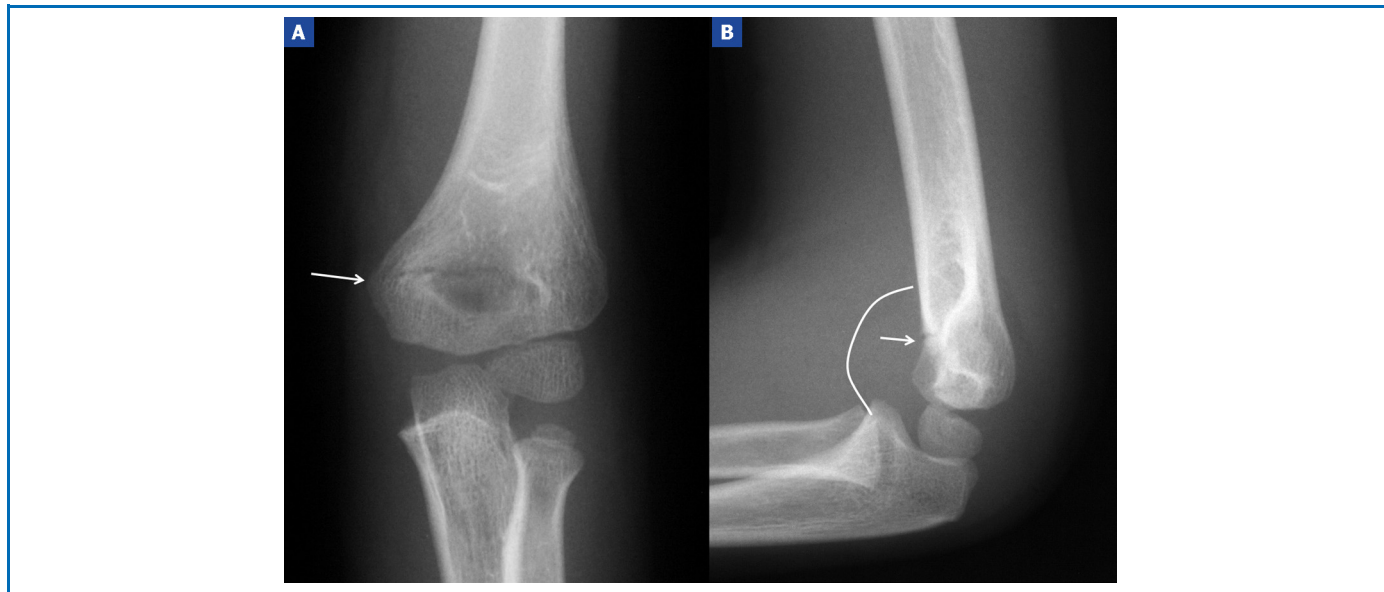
Radiographies du coude. A. Face : fracture supracondylienne de stade 1. Le trait de fracture est à peine visible (flèche). B. Profil chez le même enfant : hémarthrose et trait de fracture (flèche).
